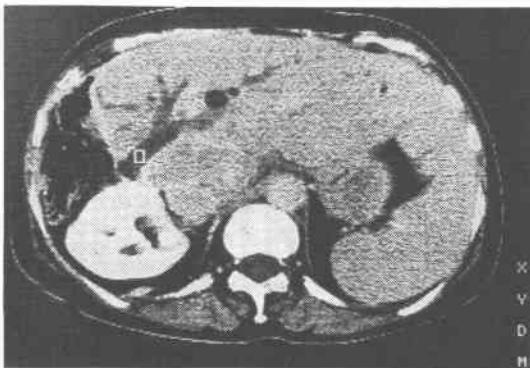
症例3. 転移性肝癌(肝切除後7ヵ月CT)
